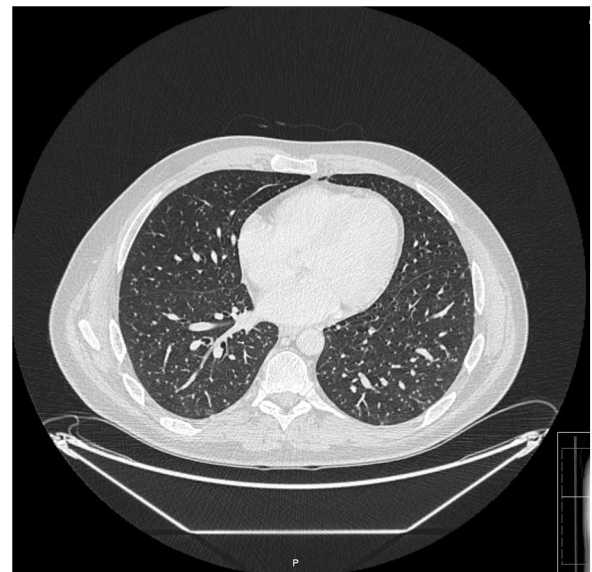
Corte de TAC donde se objetivan múltiples micronódulos pulmonares.
